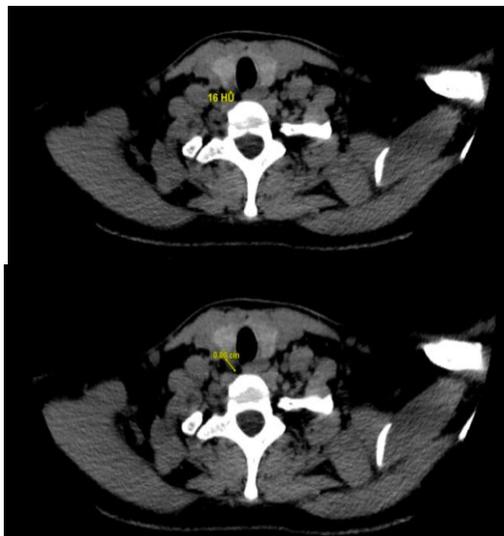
Scanner cervical permettant de compléter le bilan anatomique avant une éventuelle chirurgie. Nous retrouvons l'adénome parathyroïdien confirmant l'image retrouvée en échographie, qui, au scanner, prend le contraste avec effet *Wash-out*
